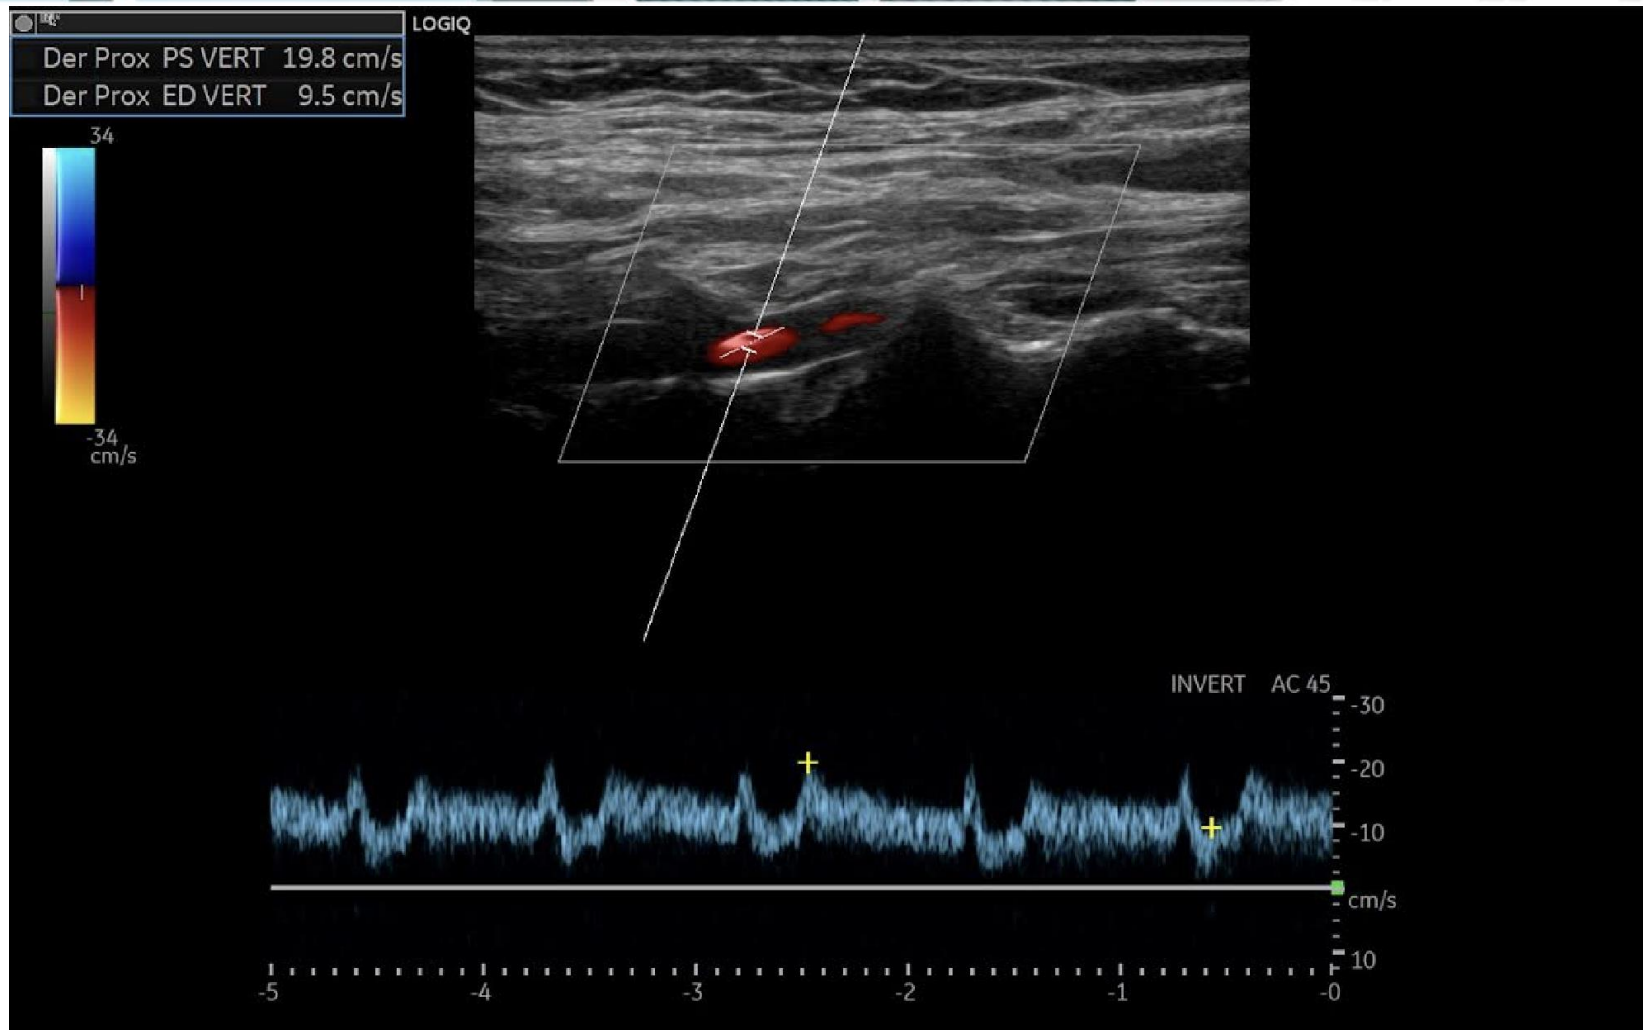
Estudio Doppler de arteria vertebral derecha con signos de prerrobo.
